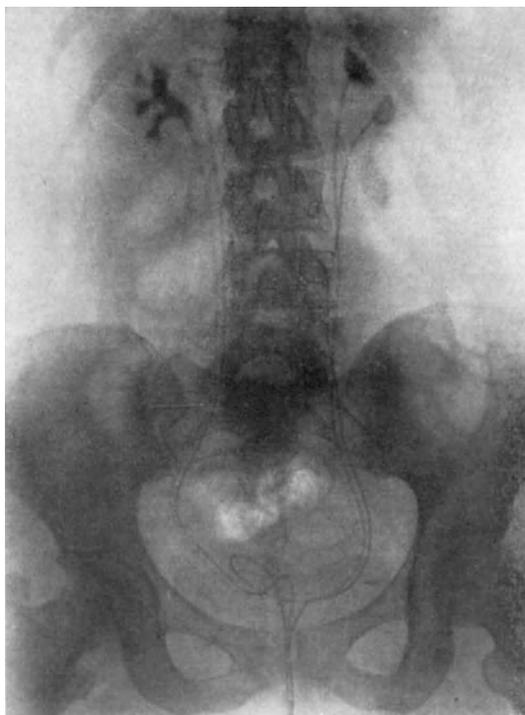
Beiderseitige Verdoppelung der Ureteren und Nierenbecken im Röntgenbild nach Füllung der Nierenbecken mit einem Kontrastmittel und bei liegenden, kontrastierenden Harnleitersonden. (Nach PERLMANN.)
